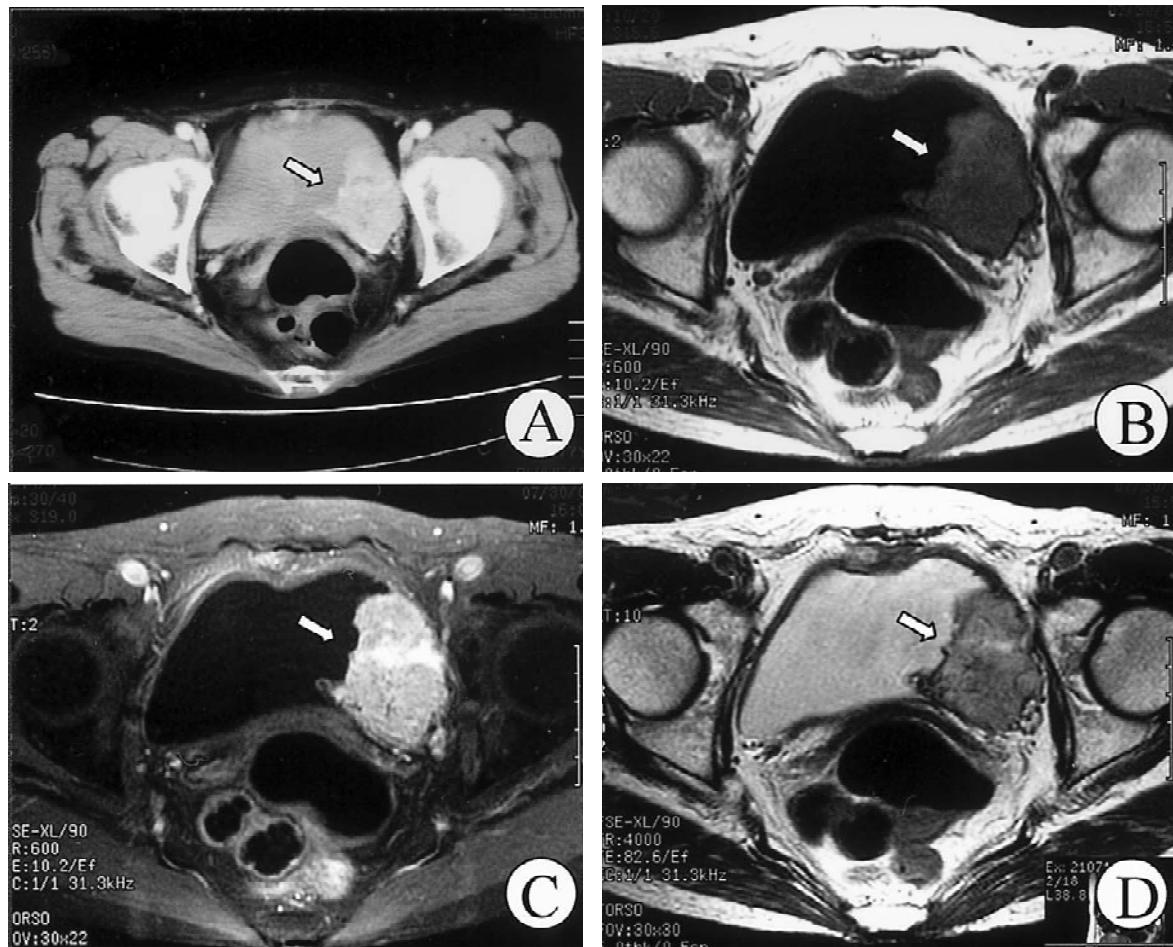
All images show a solid tumor on the left side of the bladder wall (arrows). A : Enhanced CT, B : T1-weighted MRI, C : T1-weighted enhanced MRI, D : T2-weighted MRI.
